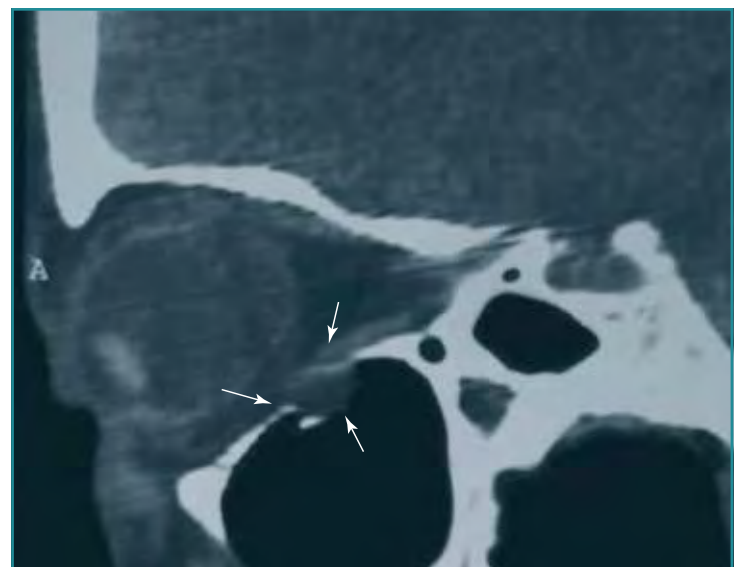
Fractura de suelo orbitario (TC orbitaria). Se puede apreciar el atrapamiento del músculo recto inferior en la fractura.
